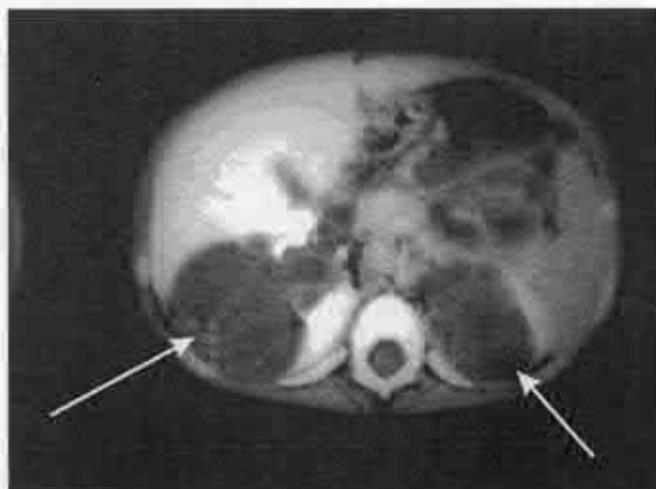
Caz clinic. Computer – tomografia. Polichistoza renală.
